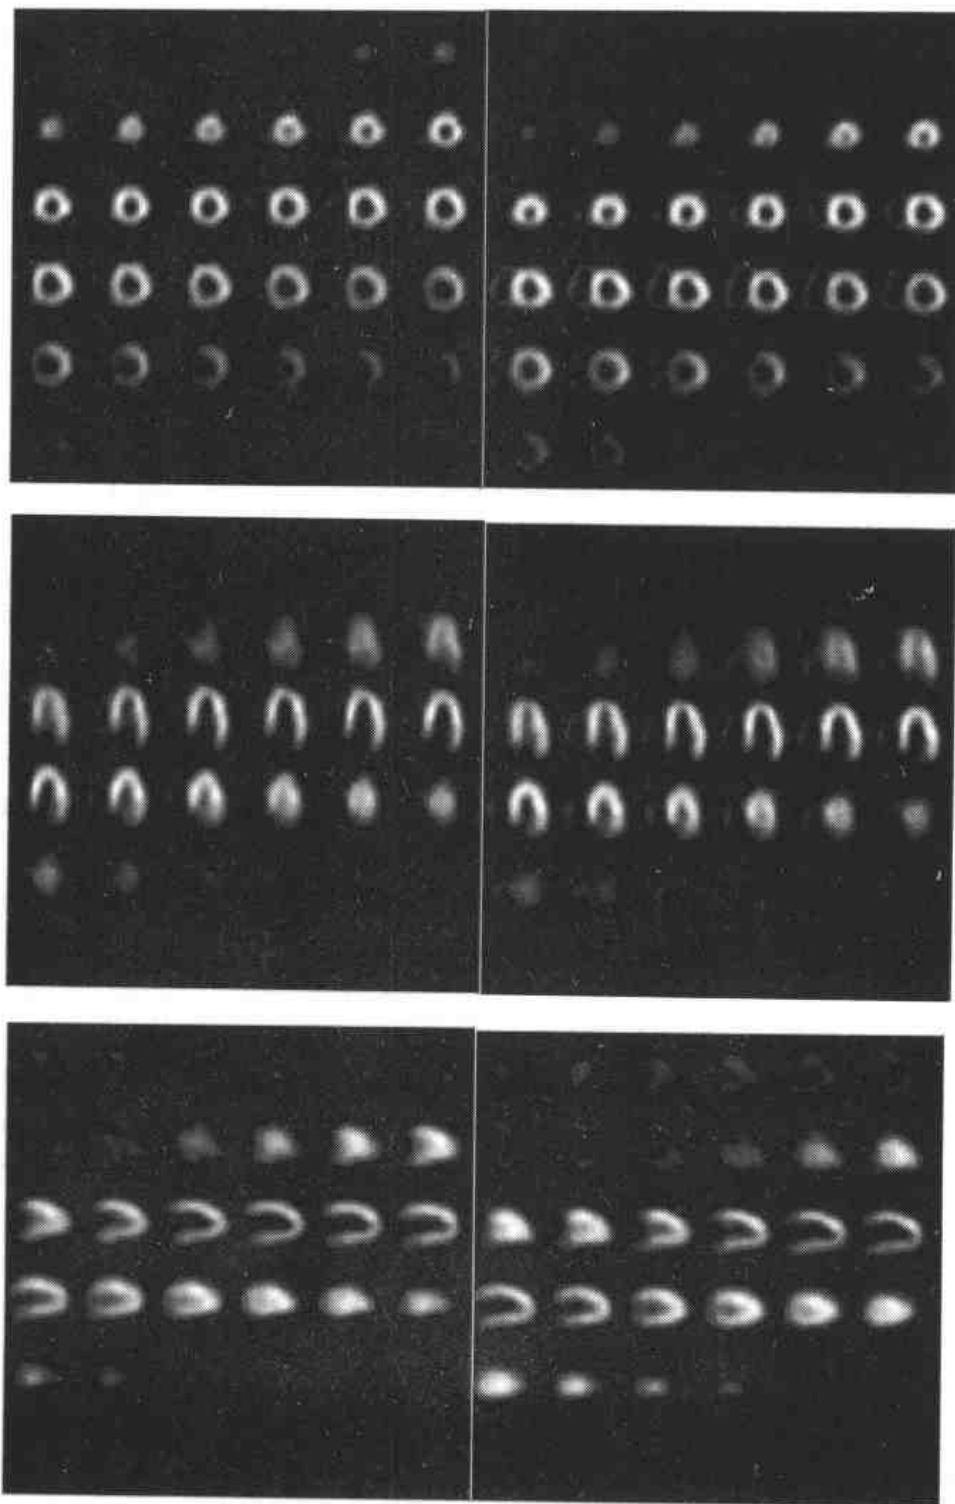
配准之前的 STRESS/REST SPECT 心肌灌注图像（数据取自北京医院核医学科，病人 SPECT 检查号为 15180），左侧为 REST，右侧为 STRESS，上中下分别为短轴、水平长轴和垂直长轴断层。
